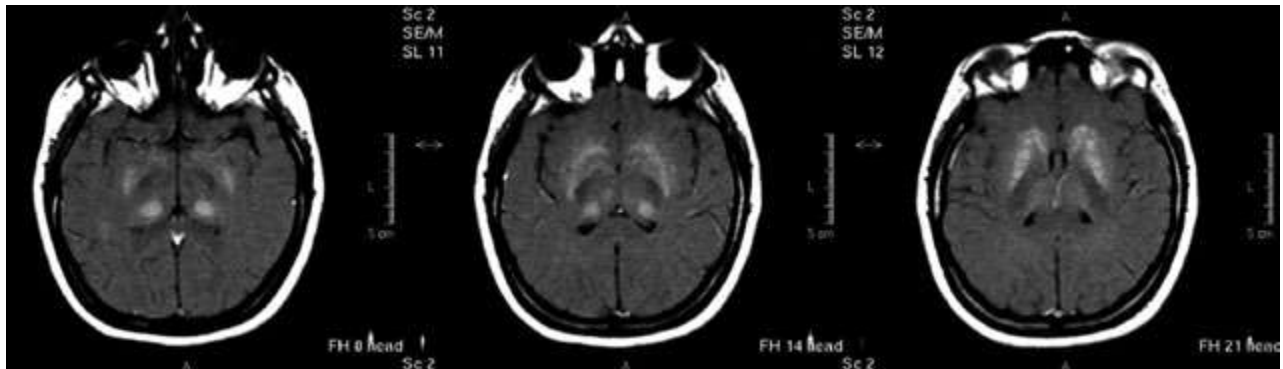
Resonancia magnética de encéfalo
